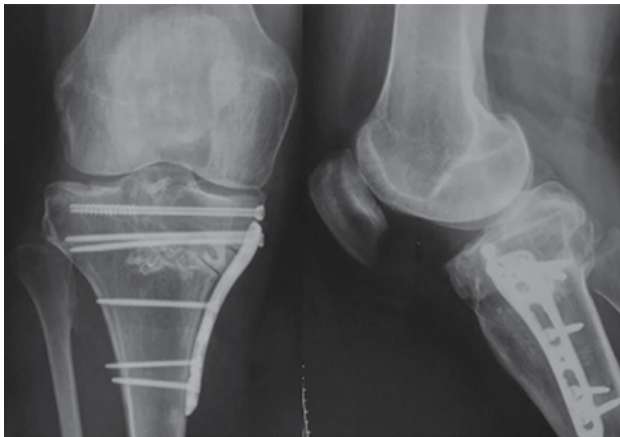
Radiografía frente y perfil de rodilla derecha, postquirúrgicas.
